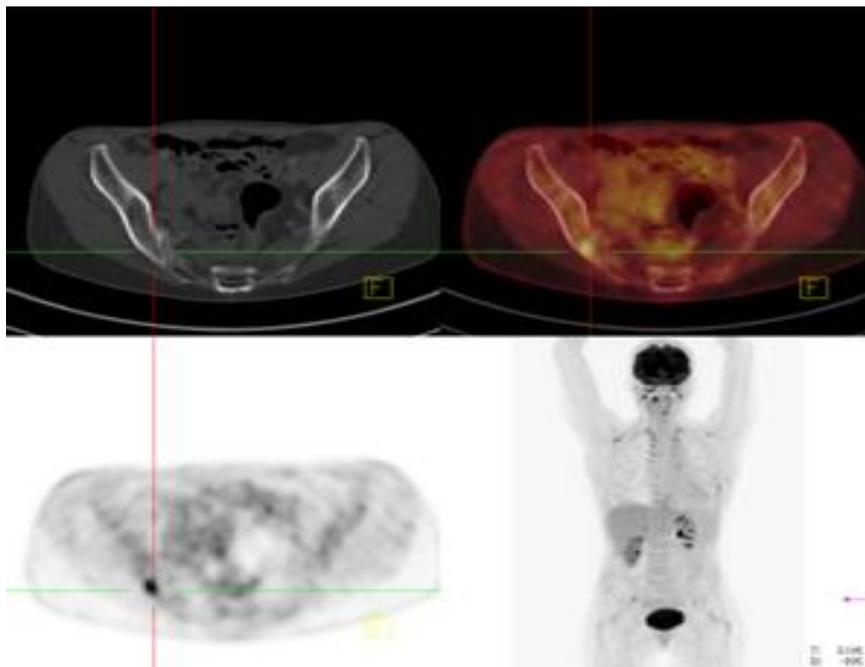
Nachweis von Skelettmetastasen im PET/CT ohne Korrelat im CT
